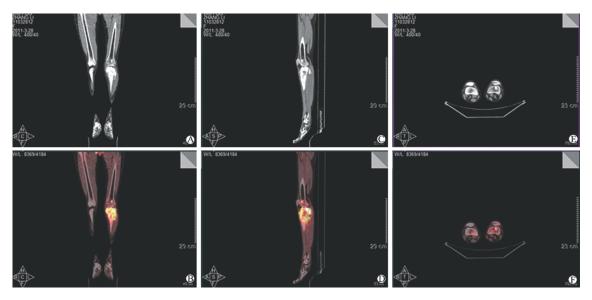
左胫骨近端骨肉瘤的 CT 影像和 PET/CT 影像
